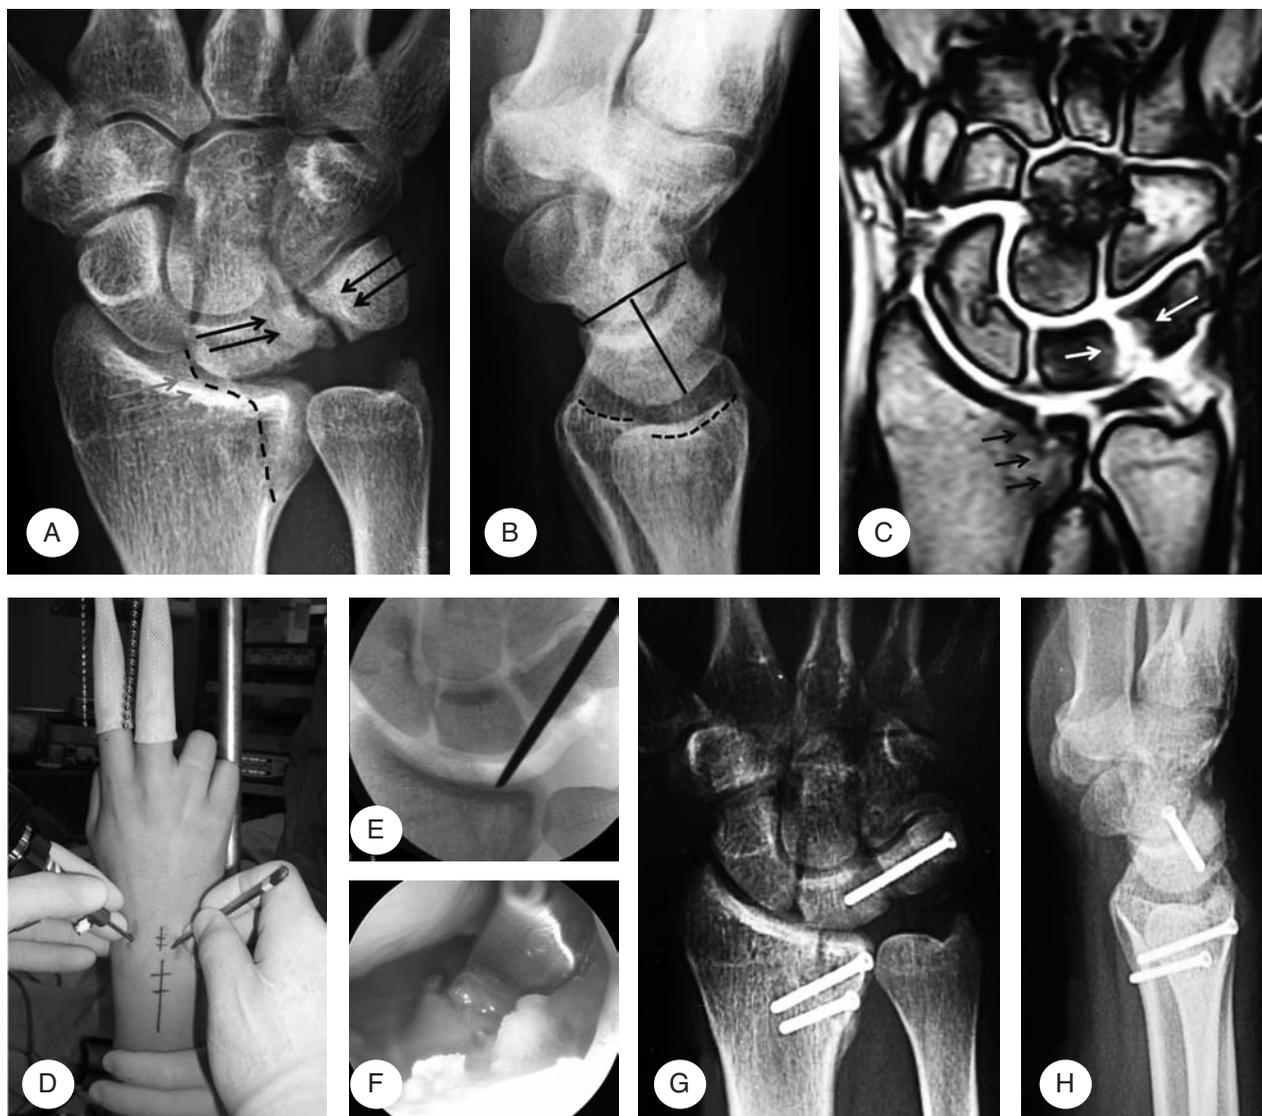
Figura 1: Caso clinico di vizio di consolidazione della porzione mediale del radio distale (linea tratteggiata nera) associata ad esito di frattura-lussazione della luno-piramidale (freccie nere) (A, B); immagine di RMN che mostra lo scalino articolare (freccie nere) e la lesione a carico della luno-piramidale (freccie bianche) (C); complesso di immagini che mostrano l'osteotomia in-out del radio sotto controllo artroscopico e fluoroscopico (D, E, F); immagini radiografiche postoperatorie del risultato del trattamento artroscopico (riduzione del frammento articolare e artrodesi luno-piramidale (G, H).
